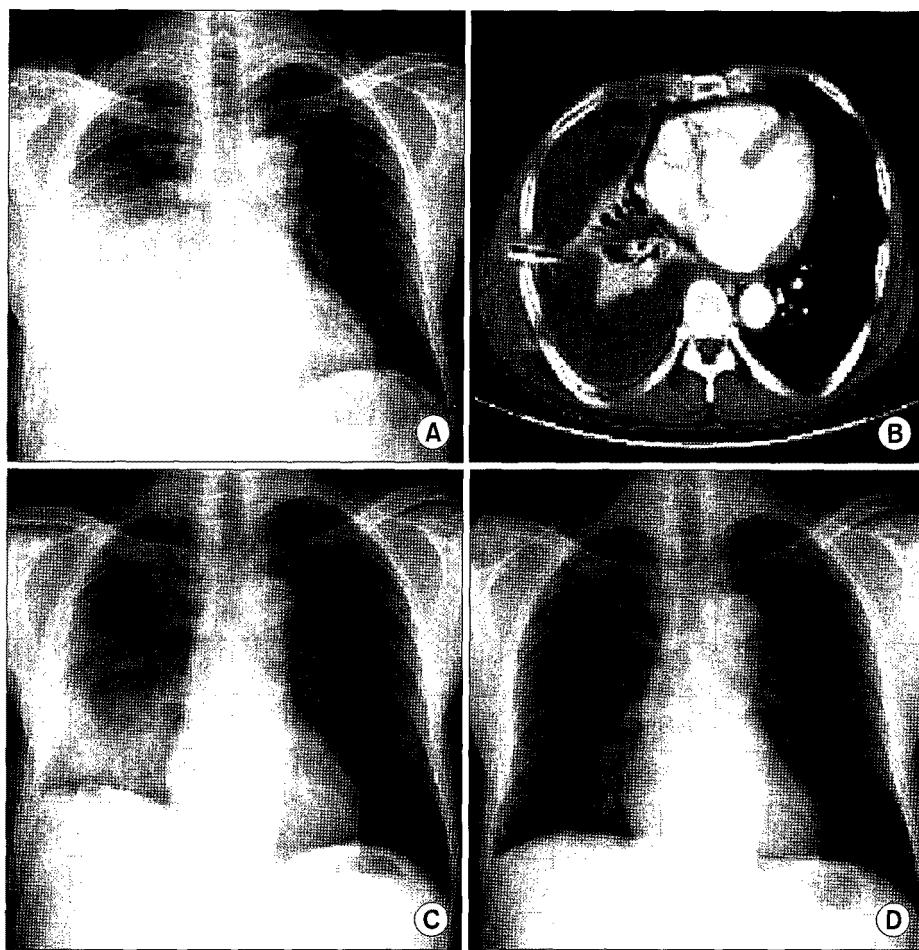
Changes in the radiographic findings of thoracic empyema patients. (A, B) Preoperative radiographic findings. The right lung is not expanded although the chest tube was inserted correctly. (C, D) Postoperative radiographic findings 4 months later (D) Costophrenic angle blunting and pleural thickness disappeared, compared with the chest X-ray at discharge (C).
